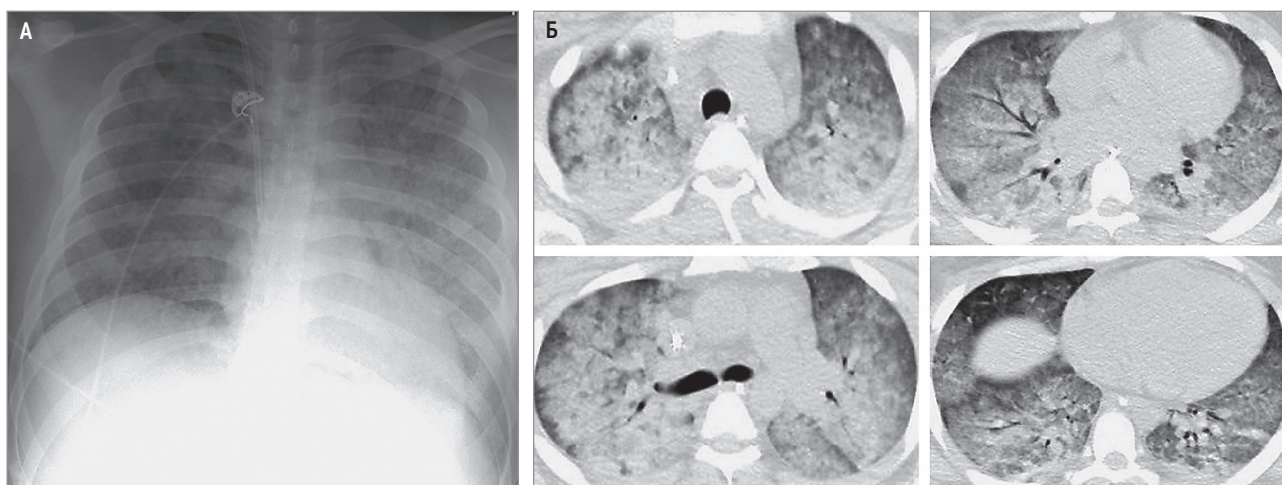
Микроскопический полиангиит: А – мультифокальное 2-стороннее снижение прозрачности легочной ткани на фоне линейных и ретикулярных изменений в левом легком; рентгенография в прямой проекции; Б – мультифокальные уплотнения по типу «матового стекла», формирующие в некоторых участках слабо выраженные централобулярные узелки, ассоциированные с линейными и ретикулярными изменениями; компьютерная томография высокого разрешения в аксиальной проекции, легочное окно
